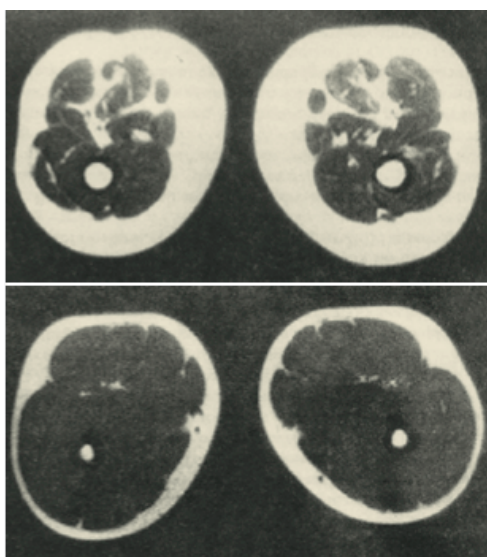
Comparación de dos cortes de RM.
